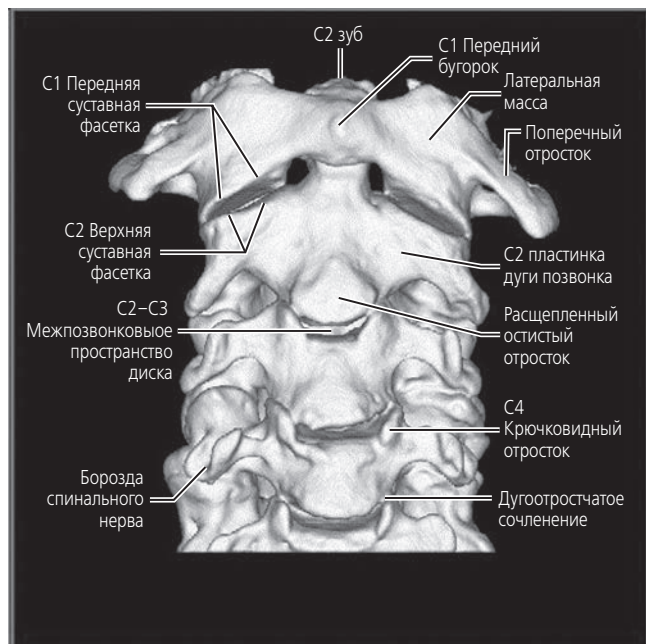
КТ, объемная реконструкция верхней части шейного отдела.
